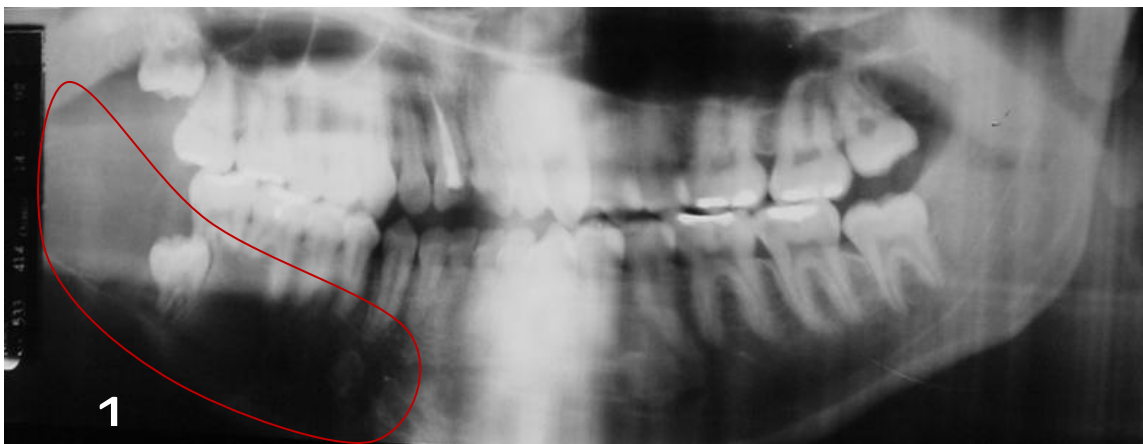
Radiografia panorâmica evidencia imagem radiolúcida multilobulada envolvendo a região de corpo e ramo com grande destruição e afilamento das corticais e basilar, do lado direito da mandíbula. Reabsorção radicular dos molares e o dente 48 incluído e impactado.
